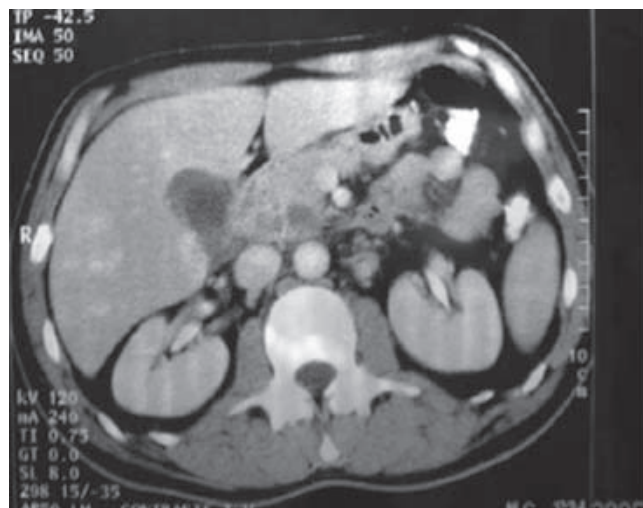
En la tomografía computarizada de abdomen se evidenció aumento de tamaño de la cabeza del páncreas por imágenes pseudorredondeadas de densidad mucinosa o sólida que parecían comunicarse unas con otras.
